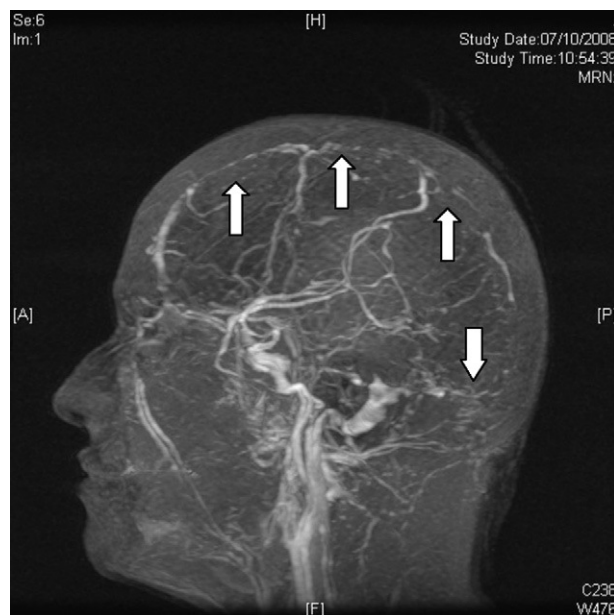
Venorresonancia en proyección sagital que muestra ausencia de llenado del SSS y del ST en todo su trayecto que corresponde a TVC (flechas).
